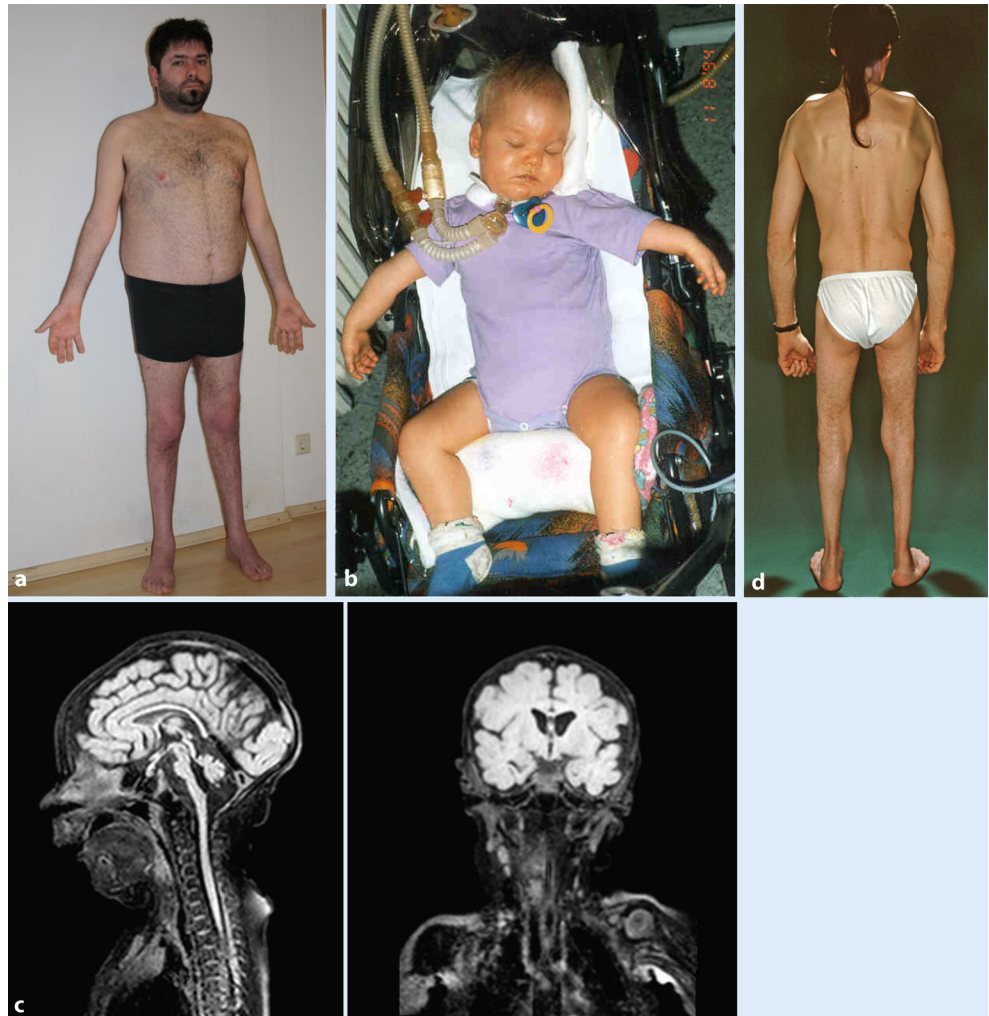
▲ Patienten mit unterschiedlichen Formen der spinalen Muskelatrophie (SMA), die nicht durch Mutationen im *SMN1*-Gen bedingt sind. a Ein 37-jähriger Patient mit autosomal-dominanter SMA aufgrund einer heterozygoten Mutation im *SETX*-Gen ([27], mit freudl. Genehmigung von Elsevier); b eine 10 Monate alte Patientin mit SMARD1 und homozygoter *IGHMBP2*-Mutation ([28], mit freudl. Genehmigung des Georg Thieme Verlags); c kraniales MRT eines 24 Tage alten Patienten mit pontozerebellärer Hypoplasie Typ 1 und compound-heterozygoter Mutation im *EXOSC3*-Gen; d ein 36-jähriger Patient mit kongenitalen Kontrakturen und dem klinischen Bild einer SMALED mit heterozygoter *BICD2*-Mutation. (Fall des Patienten in [18] publiziert)
